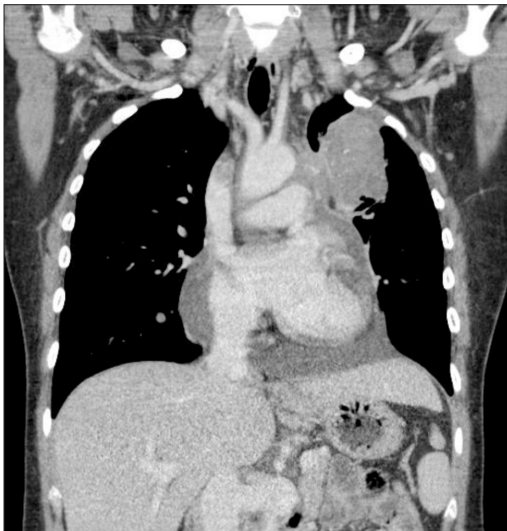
Chest CT after erlotinib chemotherapy. It reveals a marked decrease in the size of the left upper lung mass (4.2 $\times$ 3.7 cm).
